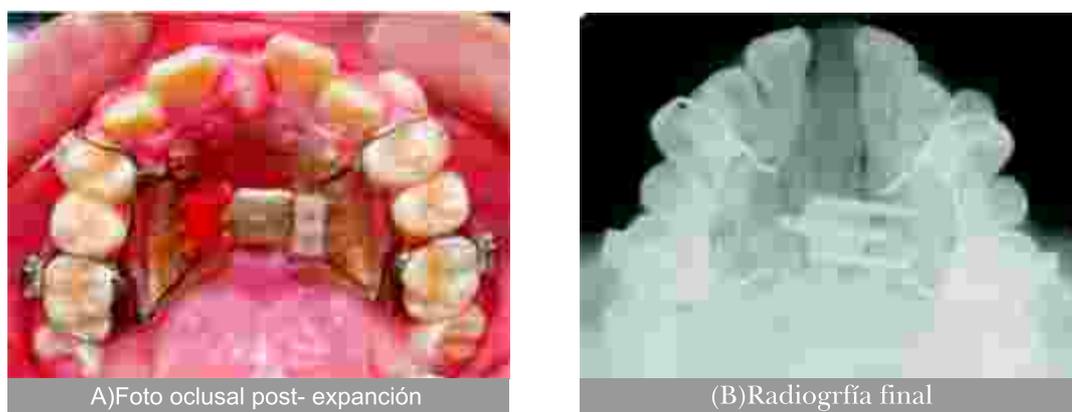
Después de 14 días de activación de 0,5 mm por activación (1 activación en la mañana y una en la noche). Nótese el diastema de 9 mm entre los incisivos centrales (A) y la apertura de la sutura palatina en la radiografía (B).
